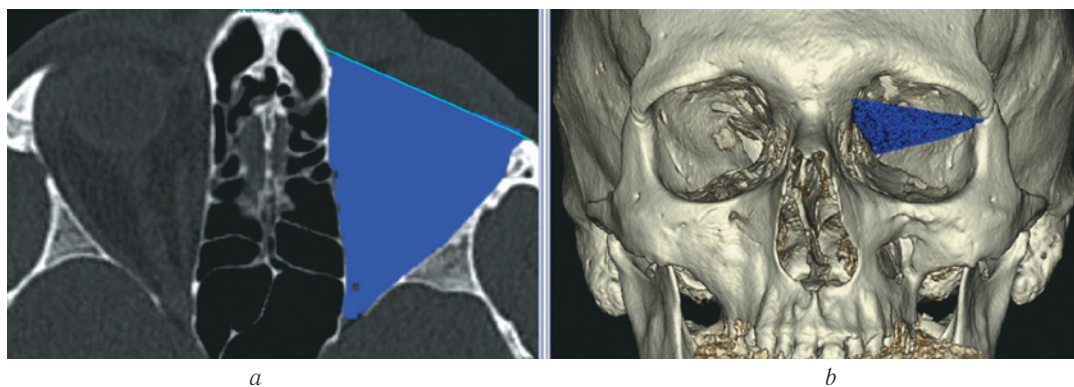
МСКТ, средняя зона лица, костный режим. Аксиальная (а) и 3D-реконструкция (б). Маркировка костных границ орбиты
